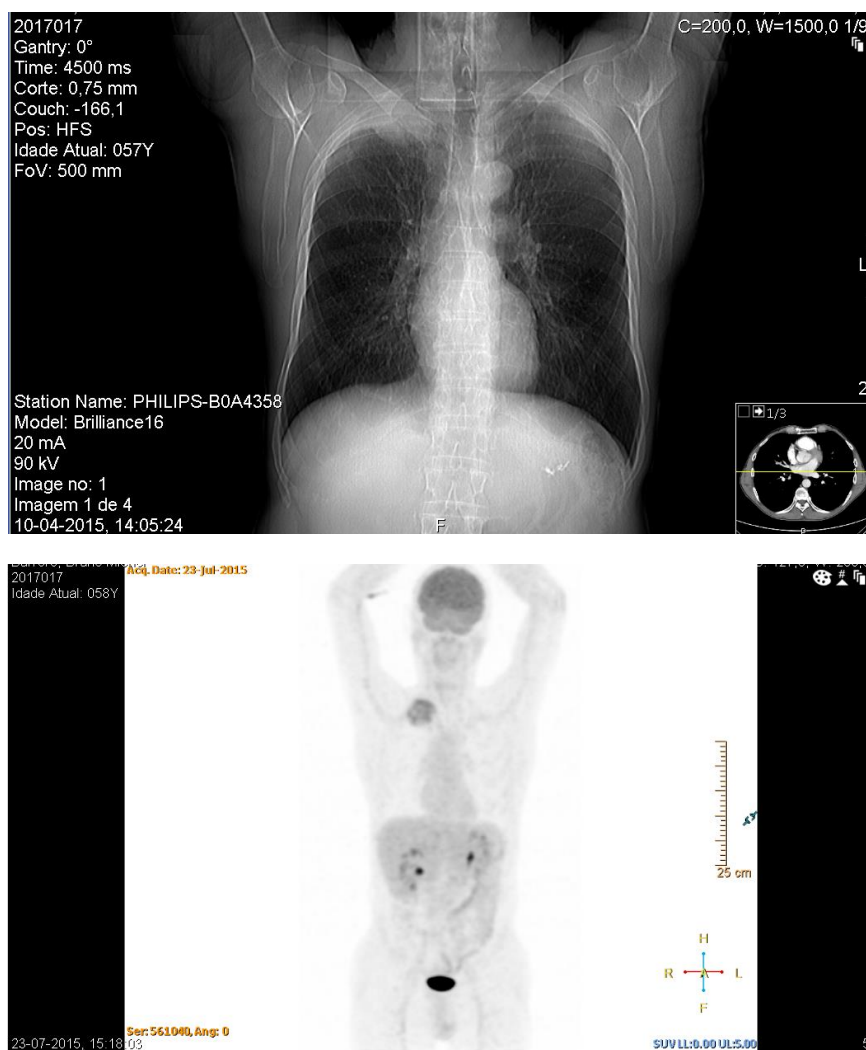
TC torácica, realizada a 10/04/2015 e PET, realizada a 23/07/2015, com administração endovenosa de contraste iodado, os quais revelam, a existência “no vértice pulmonar direito, de lesão neoplásica sólida de novo, com cerca de 6x5cm de maiores eixos, que invade a pleura e condiciona destruição da vertente posterior do 2.º arco costal direito. No hilo direito refere-se um gânglio com cerca de 7x10mm de maiores eixos”.
